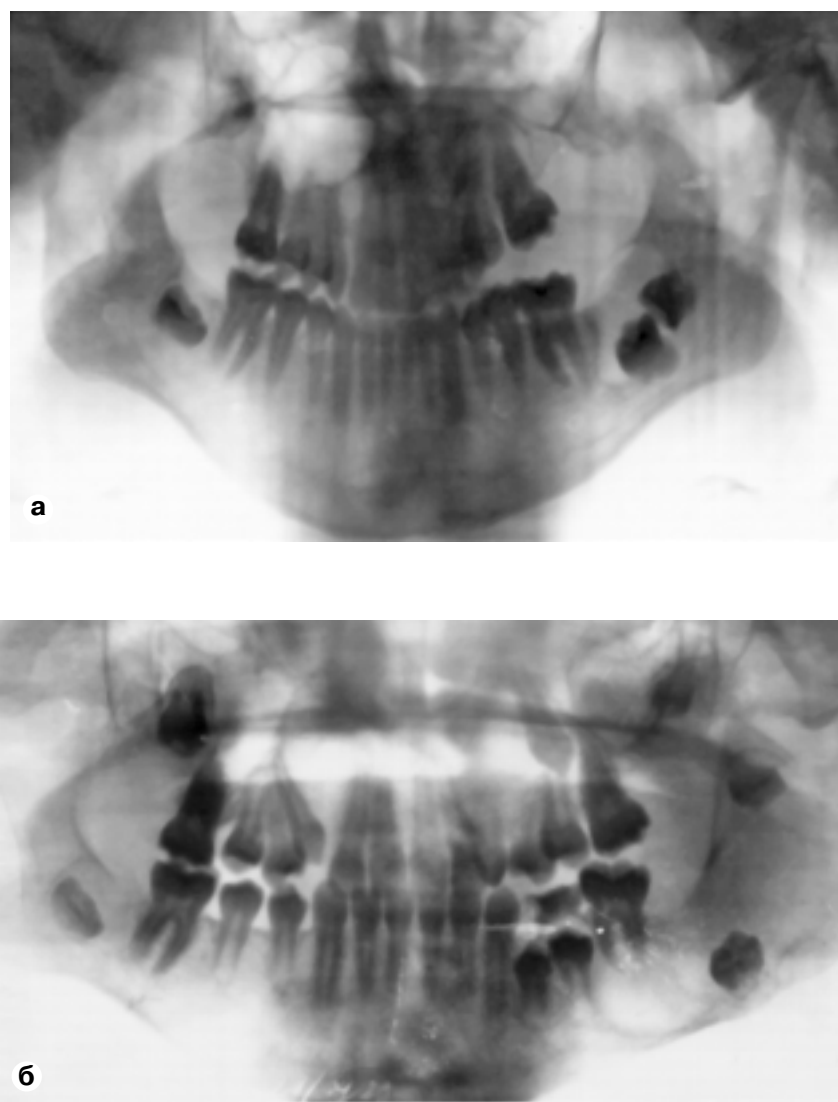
Ортопантомограмма больного Ч.: а — больному 12 лет, множественные кератокисты верхней и нижней челюстей; б — через 4 года рецидив кератокисты нижней челюсти слева.
